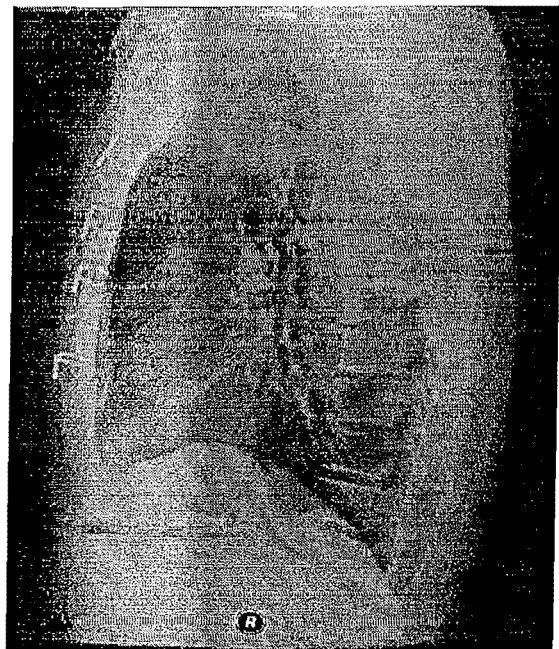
Рентгенограмма больного А., 62 года: боковая проекция, 14-е сутки после установки фиксаторов.
